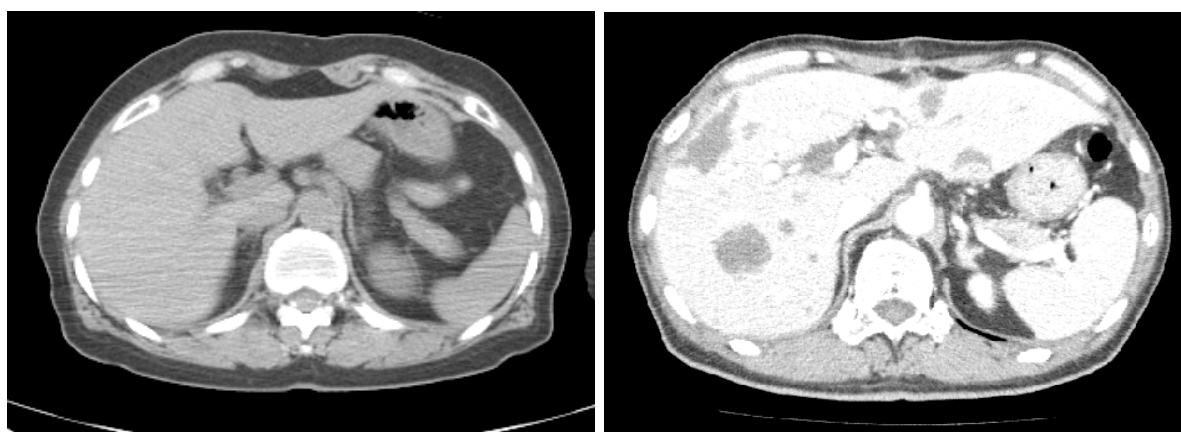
造影，非造影 CT 画像の比較．左：非造影 CT 画像，右：造影 CT 画像 (門脈相)．
